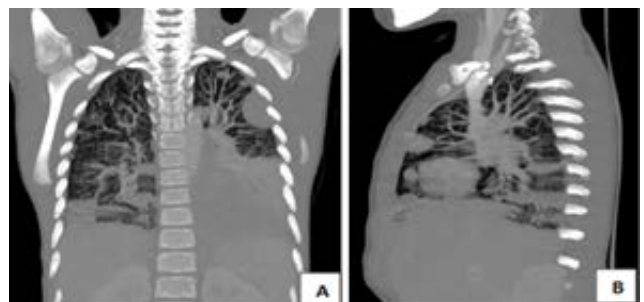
Tomografía axial computarizada (TAC) de tórax. (A) Corte coronal: se observa imagen heterogénea que compromete base pulmonar izquierda, adherida a pleura y diafragma. (B) Corte sagital: muestra múltiples nódulos con bordes bien delimitados a nivel de parénquima pulmonar y estructuras adyacentes.
